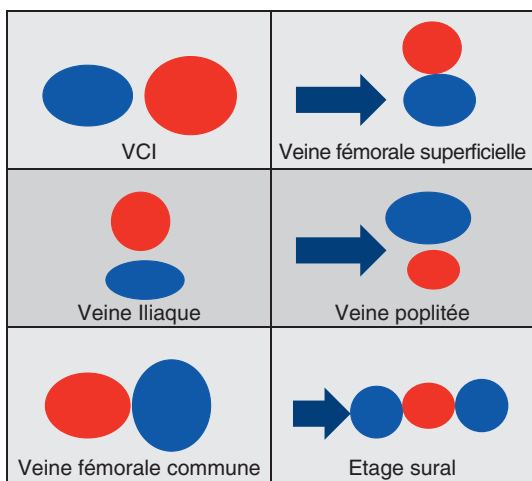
Systématisation du système veineux, écho-anatomie Doppler couleur. Les flèches ciblent les variations anatomiques les plus fréquentes.
